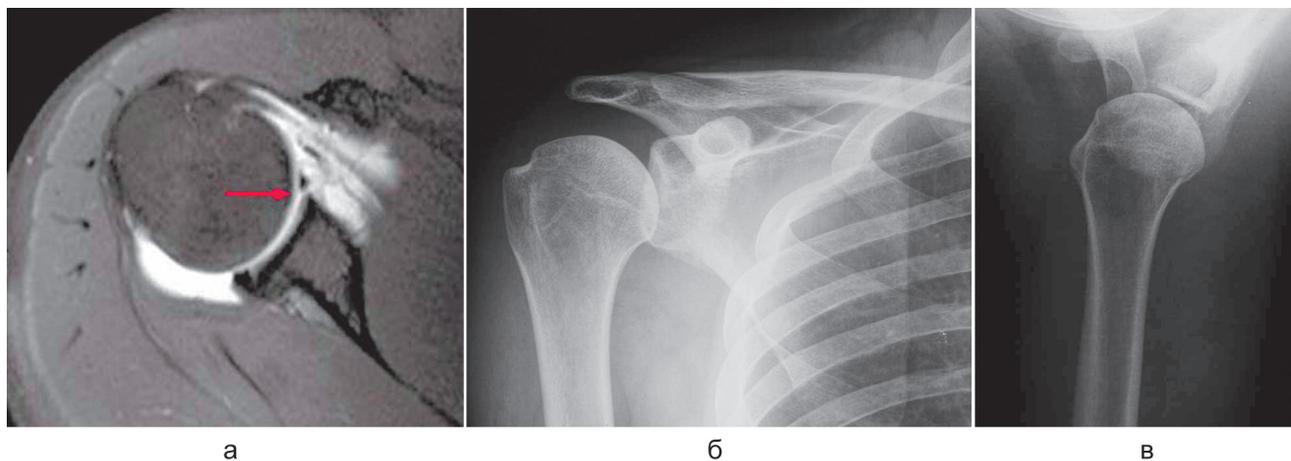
Данные лучевых методов обследования пациента 3., 25 лет: а – МРТ правого плечевого сустава (стрелкой указано повреждение Банкарта); б – рентгенограмма правого плечевого сустава в прямой проекции; в – рентгенограмма правого плечевого сустава в аксиальной проекции
